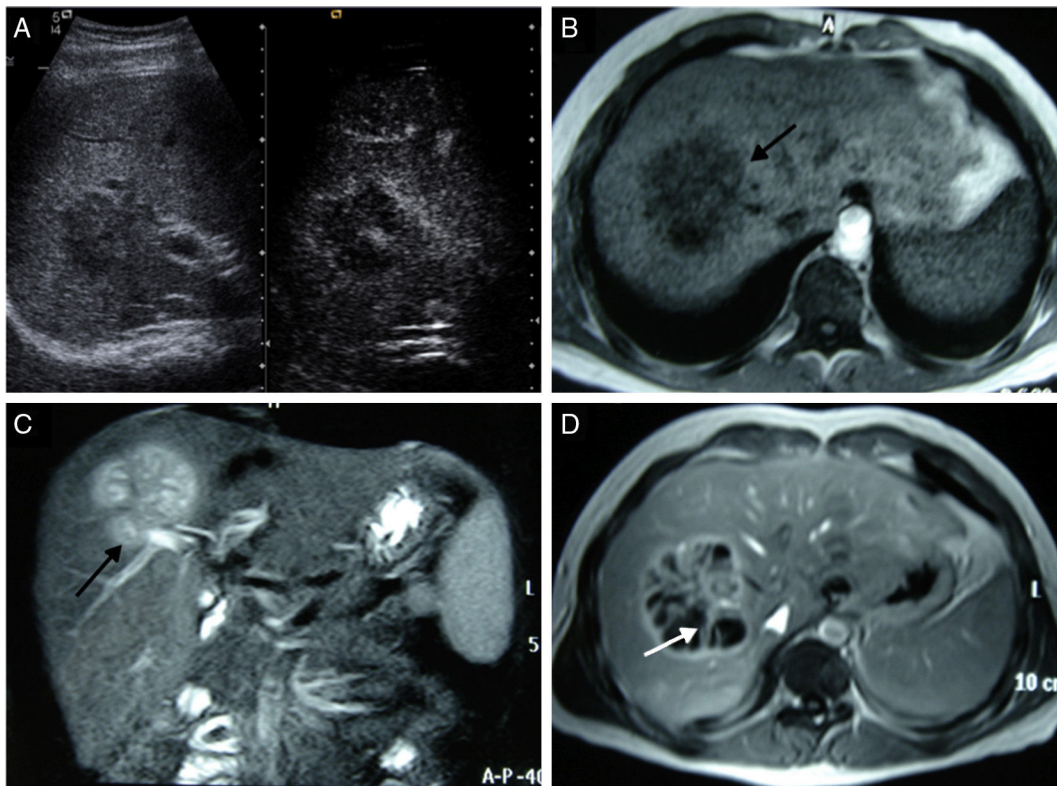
A) La ecografía modo B (izquierda) muestra una lesión de bordes mal definidos con un fino realce periférico tras la administración de contraste (derecha). B-D) Lesión focal en LHD hipointensa en T1 (flecha en B) e hiperintensa en T2 (flecha en C). El estudio con contraste muestra (D) captación periférica con septos irregulares en su interior (flecha) en fase portal.
